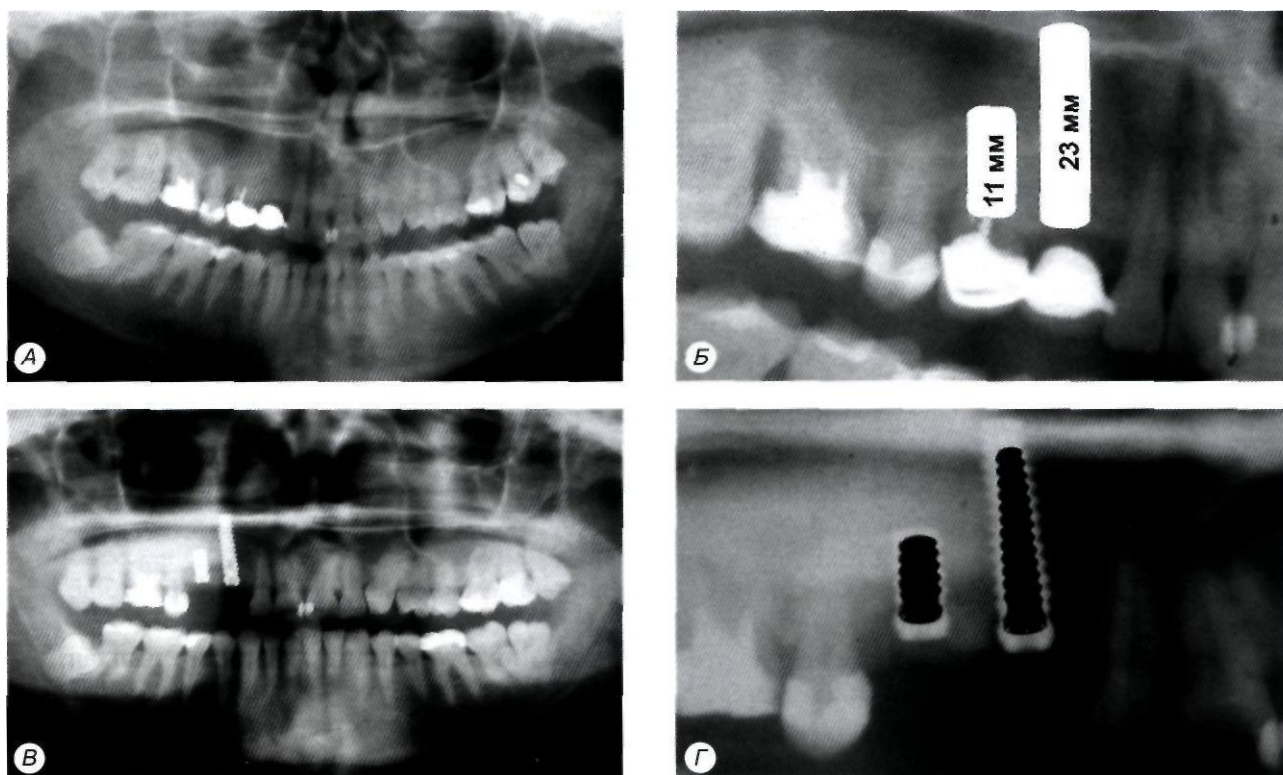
Расчет размеров имплантатов по ортопантомограмме с учетом искажения реальной высоты костной ткани:
